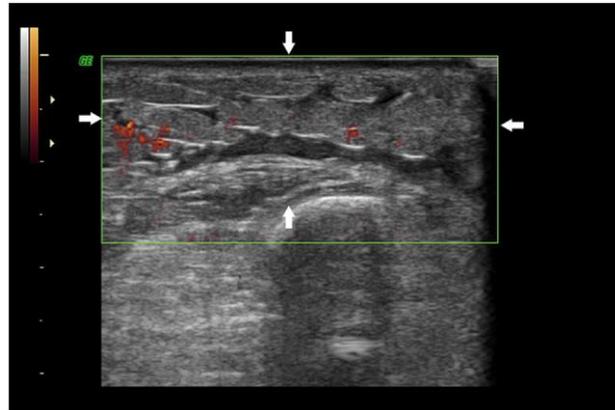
A 67-year-old woman with cellulitis at the right forearm. Ultrasonography demonstrates a cobblestone pattern with fluid accumulation (white arrow) over the subcutaneous layer. Power Doppler reveals hyperemia.
